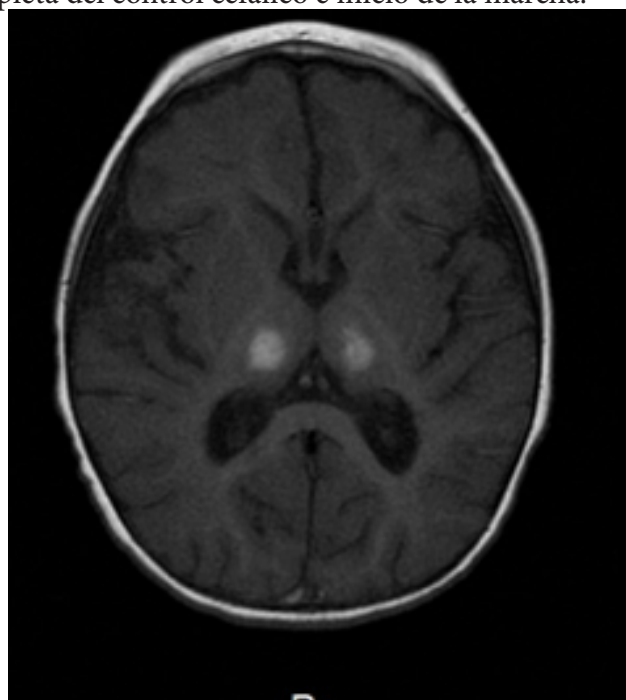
RMN de encéfalo (secuencia T1): lesiones hiperintensas a nivel de tálamos
